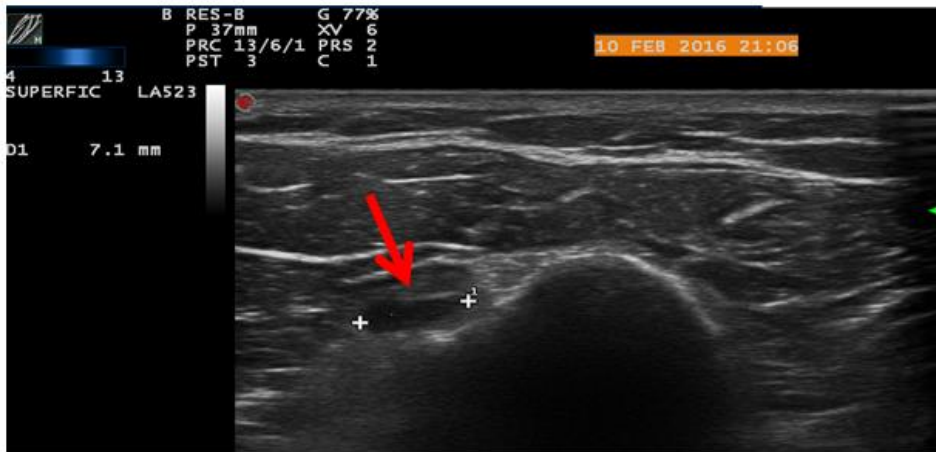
Ecografía de hombro derecho.
